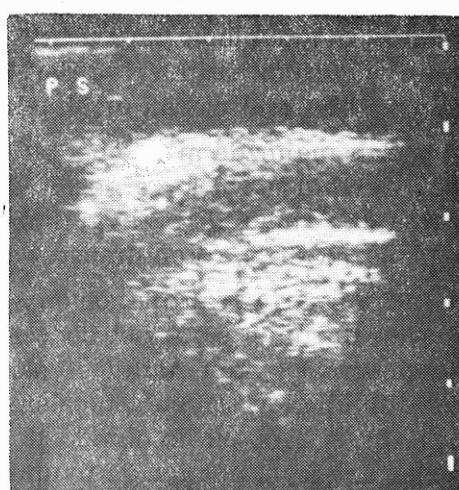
b : Aynı orgunun papaverin enjeksiyonundan sonra derin kavernoza arterin ultrasonografik görünümü.
